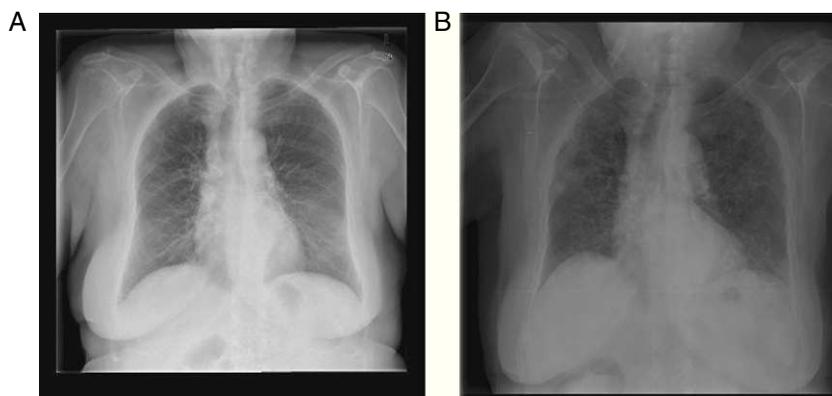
A) Radiografía de tórax (antes de ciclofosfamida). B) Bajo terapia con ciclofosfamida.
